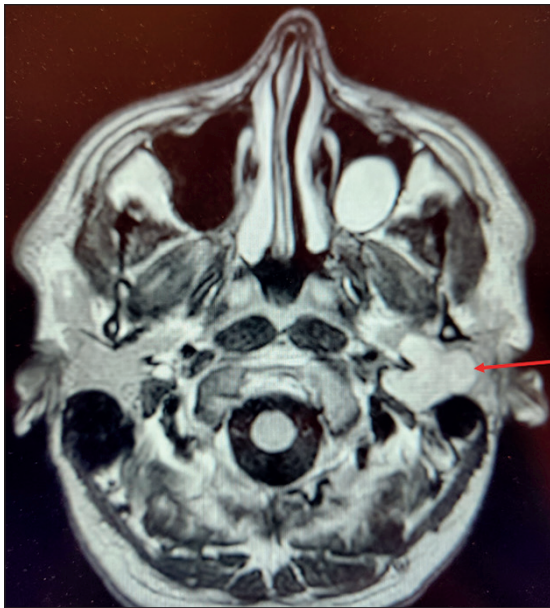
Resonancia Cráneo-Encefálica, corte axial. Con flecha roja, tumor parotídeo izquierdo de lóbulo profundo.
